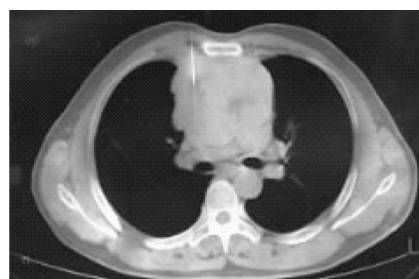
CT 导引穿刺活检,患者仰卧位,从胸骨右侧旁进针
